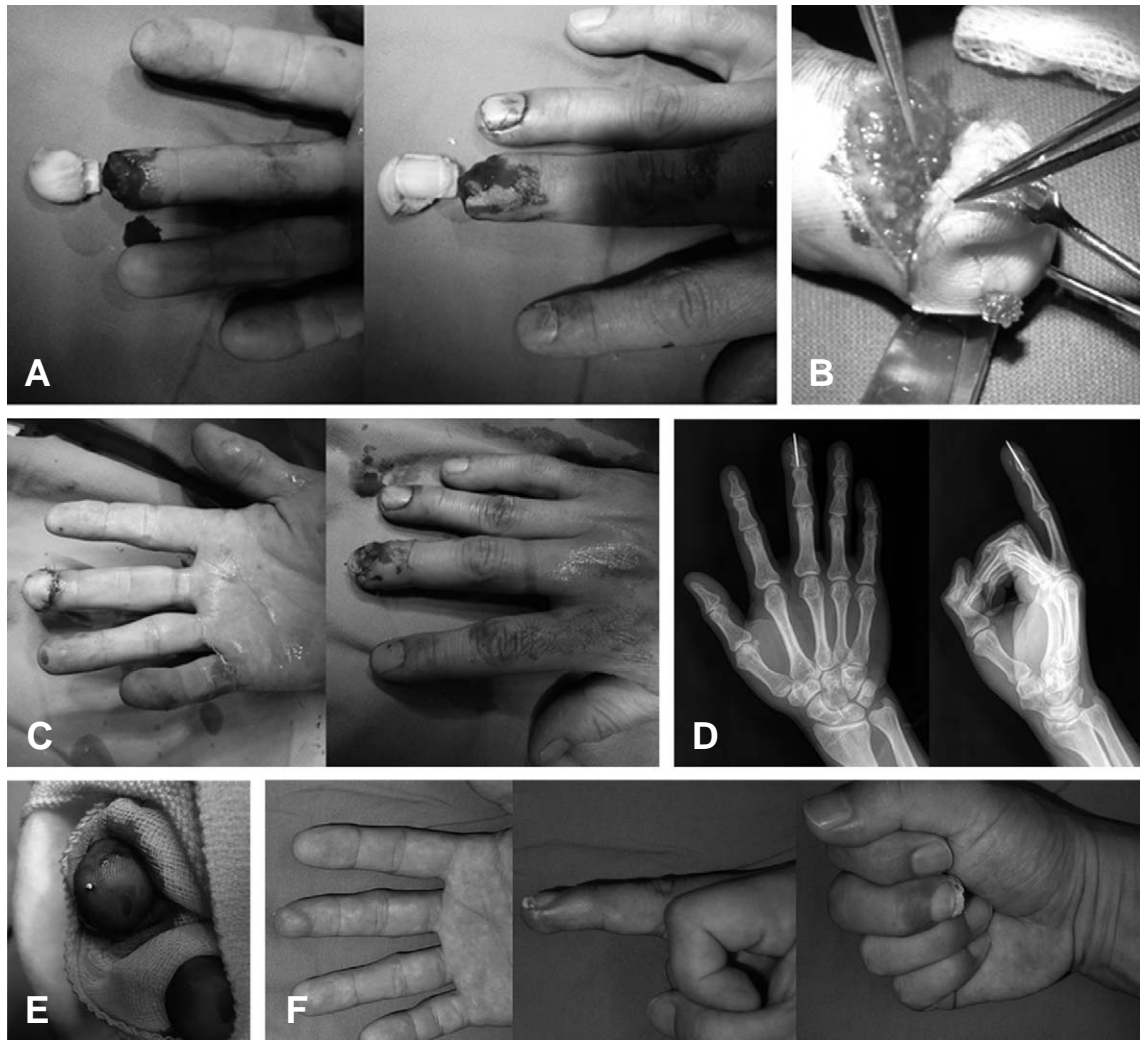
(A) A 55-year-old mail with Allen type III injury. (B) Anastomosis of digital artery and nerve after k-wire fixation. (C) Immediate postoperative photography. (D) Immediate postoperative X-ray. (E) Immediate postoperative incision on radial and ulnar margin for intermittent bleeding. (F) At 2.3 years follow-up; cosmetic and functional result.
